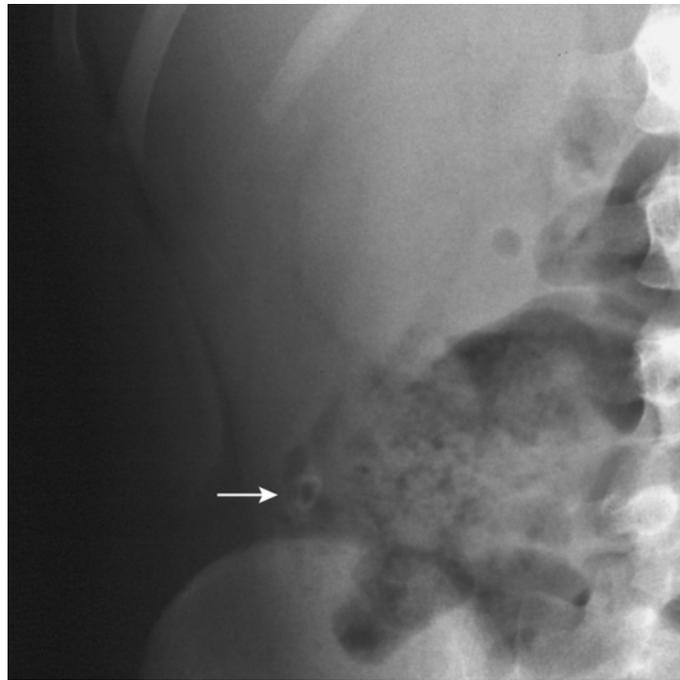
Radiographie d'abdomen sans préparation avec un stercolithe (flèche).
